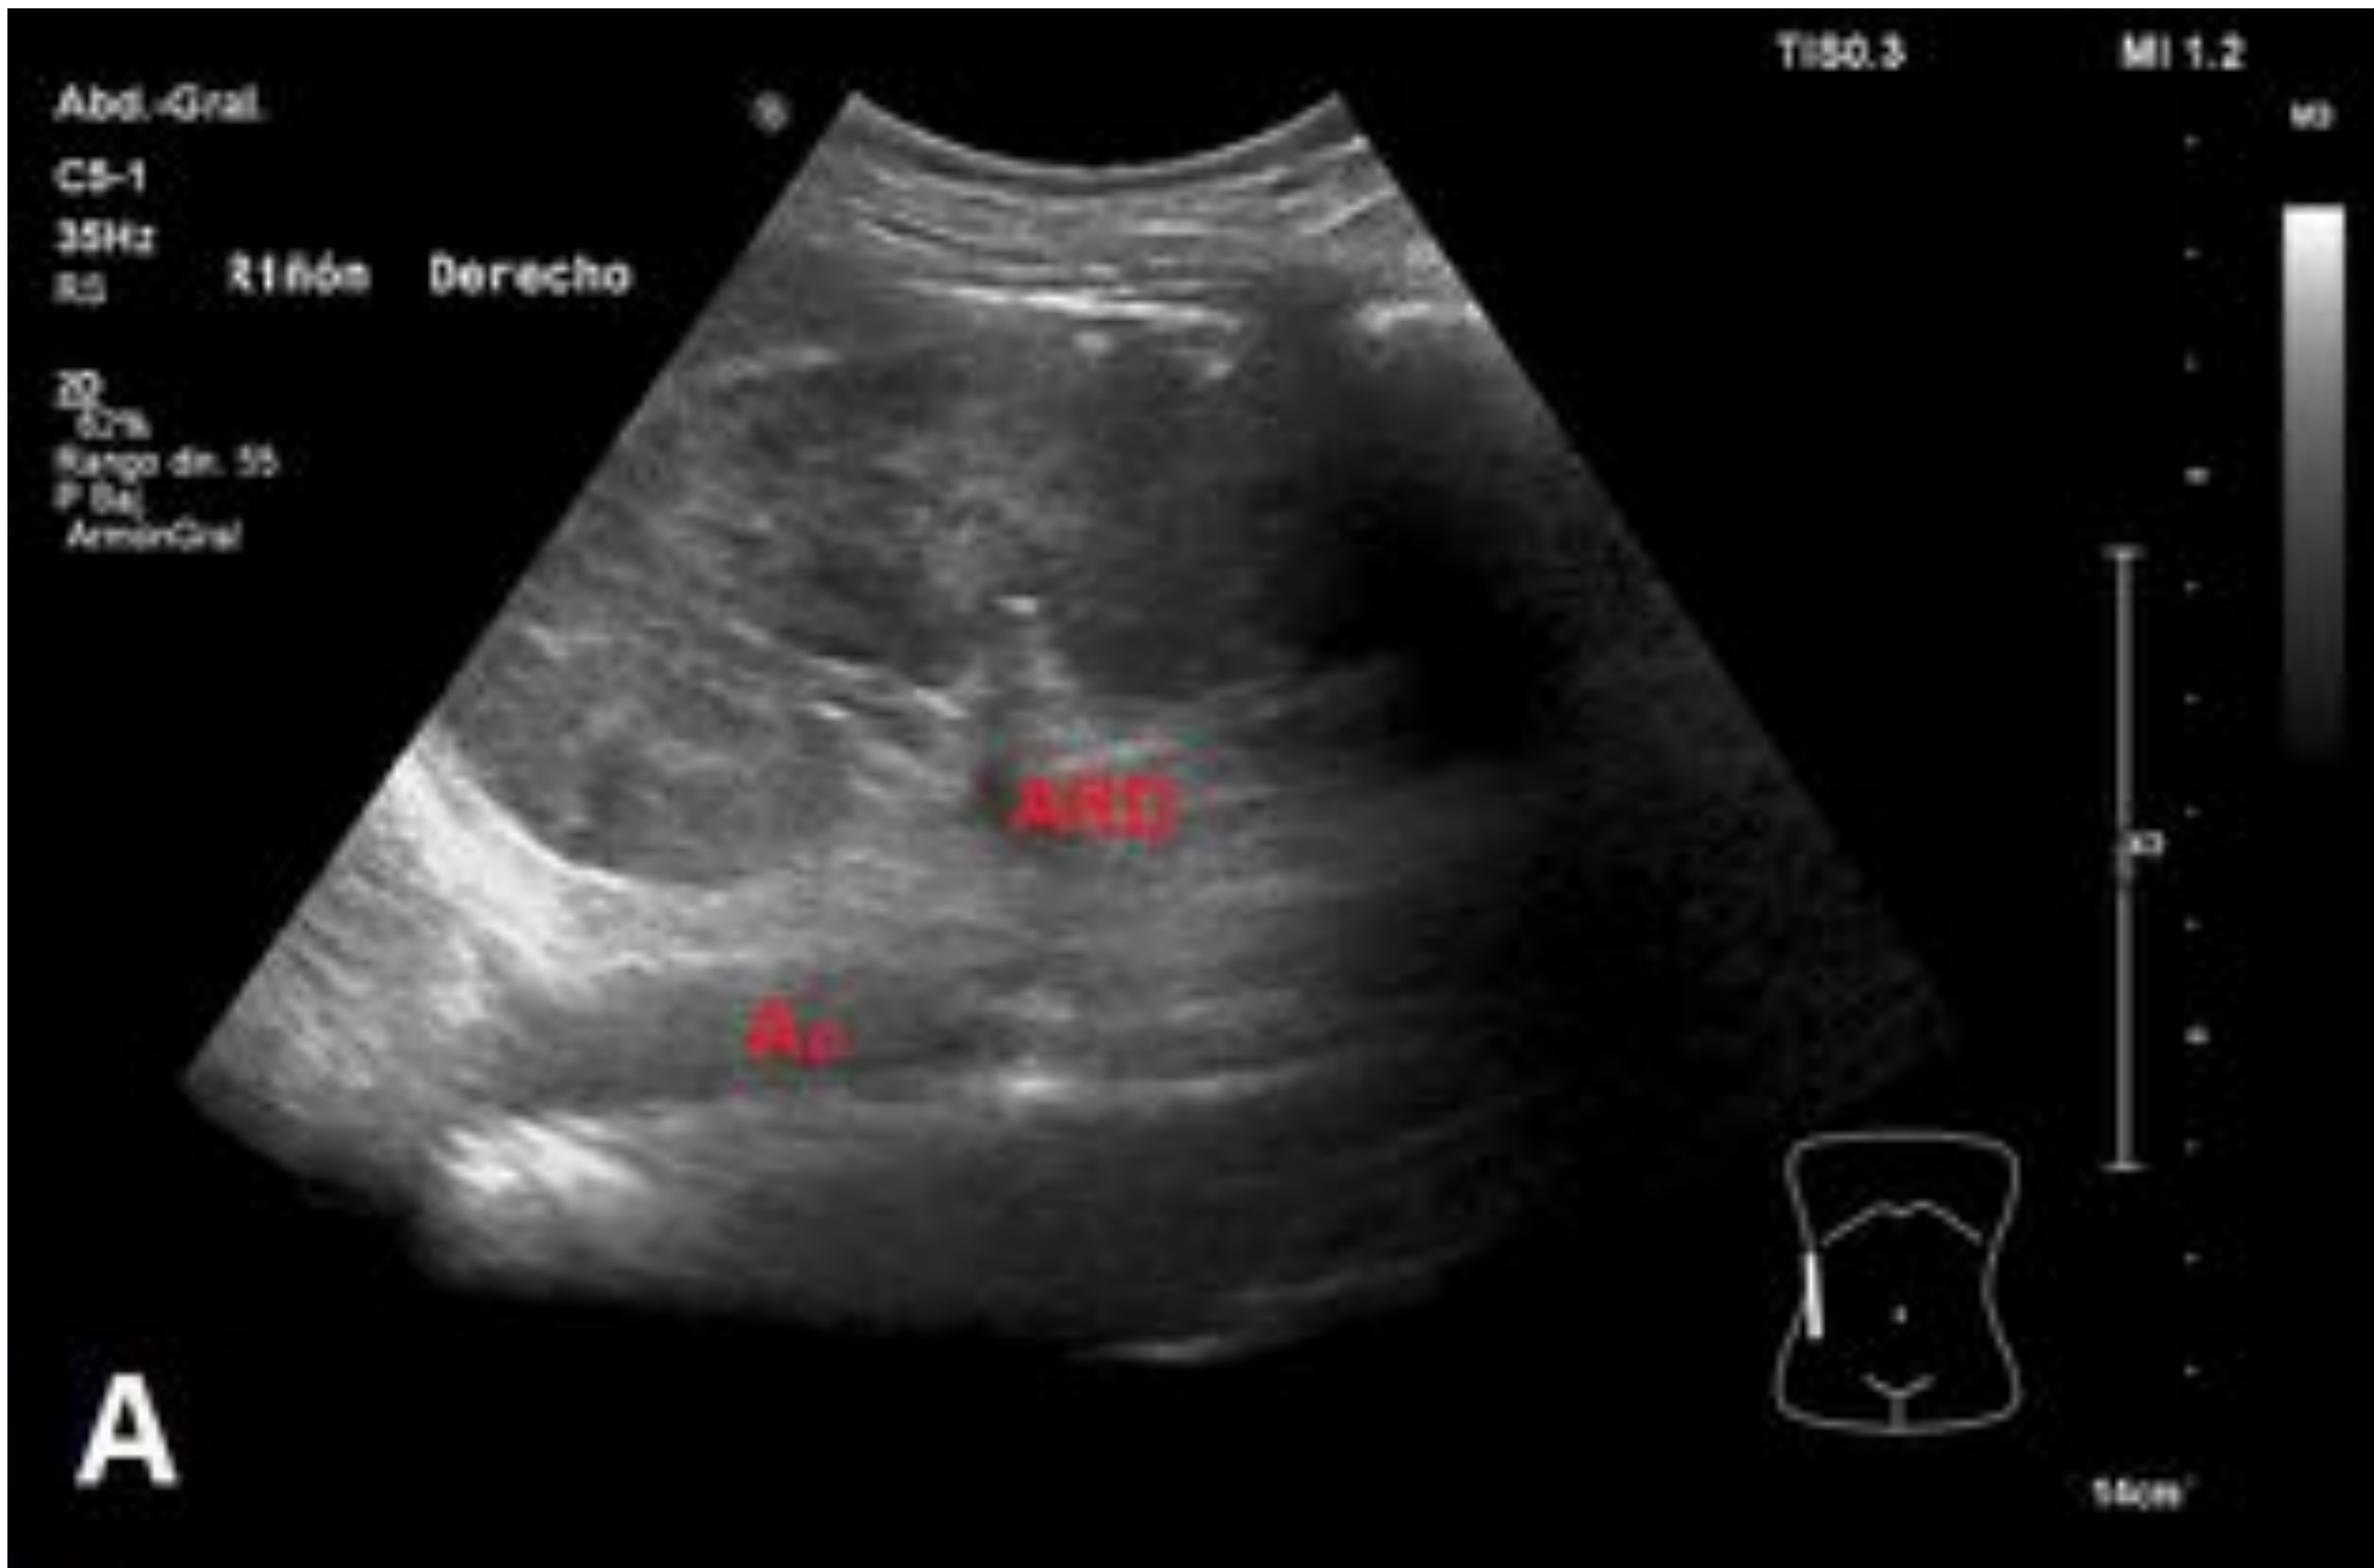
Cortes longitudinales en flanco derecho en decúbito supino. Escala de grises (A) y Doppler pulsado (B) de la arteria renal derecha. Ao: Aorta, ARD: arteria renal derecha. Sin hallazgos patológicos.
